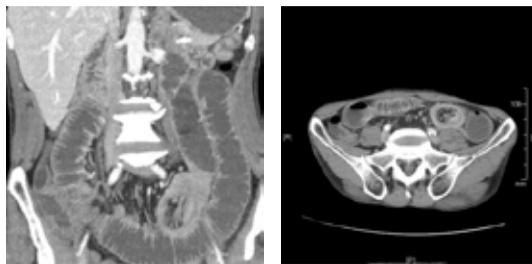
E 3. Tomografia abdominal e pélvica. Aspectos compatíveis com oclusão alta, aparentemente provocada por invaginação com provável rotação do intestino a nível da fossa ilíaca esquerda, provavelmente ileo-ileal?
